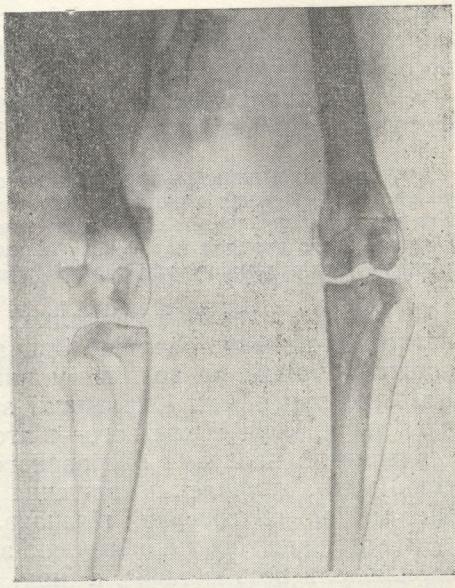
Рентгенограма кролика № 63. Зміни в кістці на початку першого курсу «лікування», через 7 міс. після введення в кістку канцерогену. Фото.
